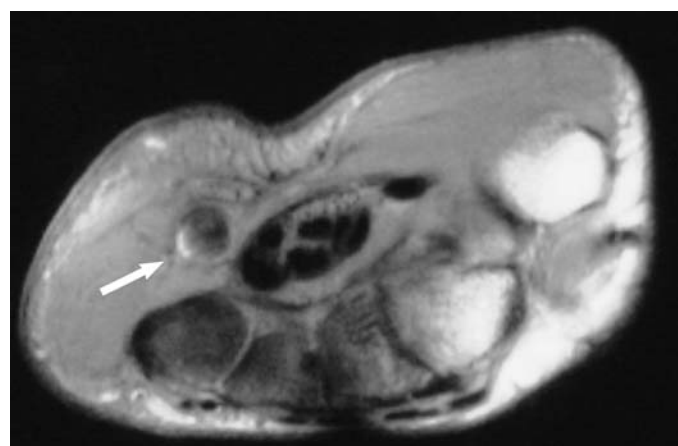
Vue transversale en imagerie par résonance magnétique (IRM) d'une tumeur du canal de Guyon (flèche).
